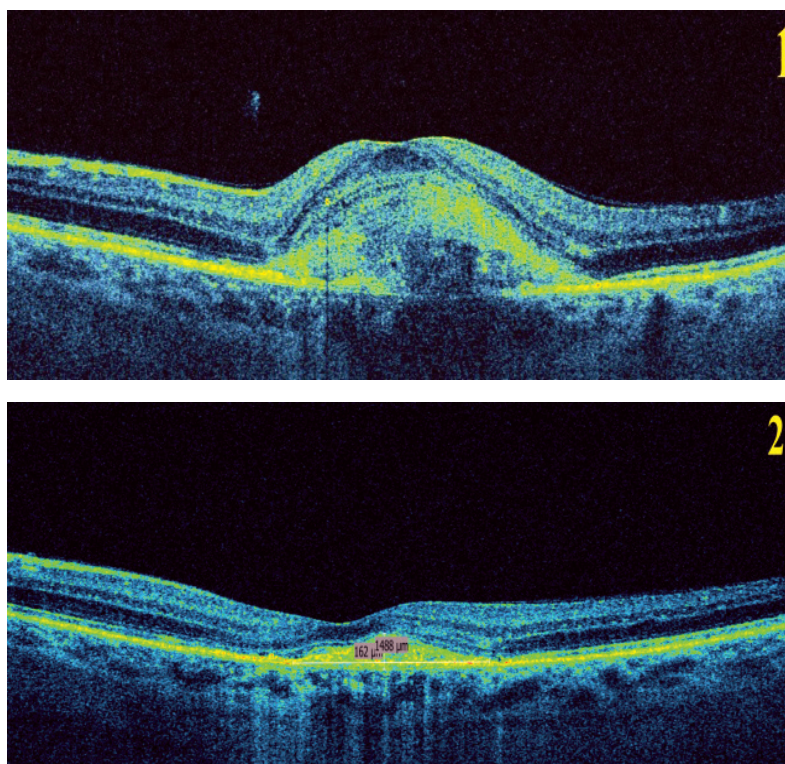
Изменение профиля макулы у пациентов с классической неоваскулярной мембраной на фоне анти VEGF-терапии по данным оптико-когерентной томографии до (1) и после лечения (2)
